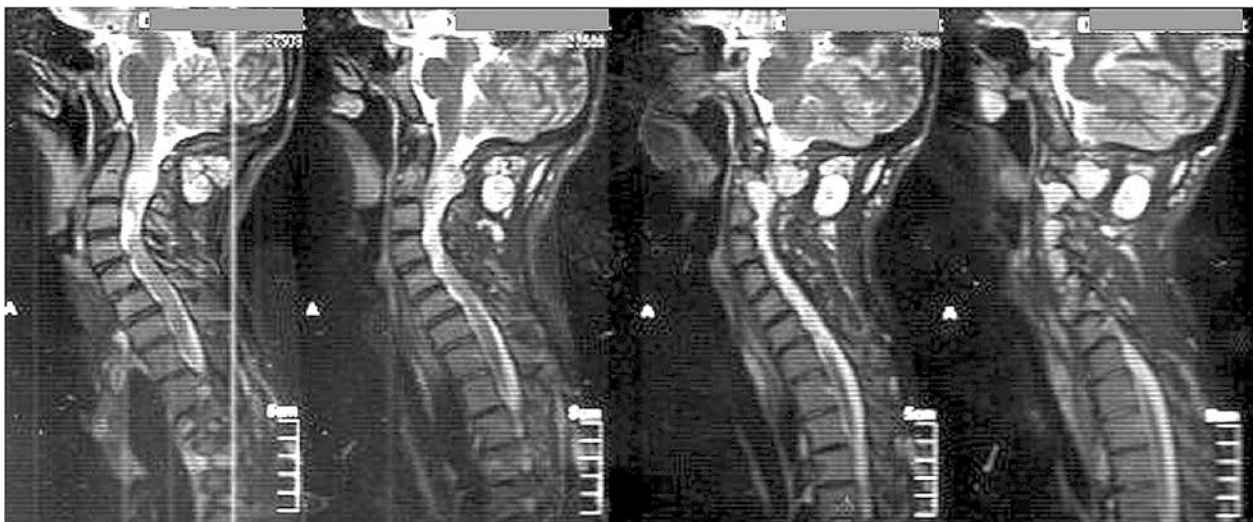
МРТ, T2-режим. Хвора з великою паравертебральною пухлиною на рівні С1—С2
